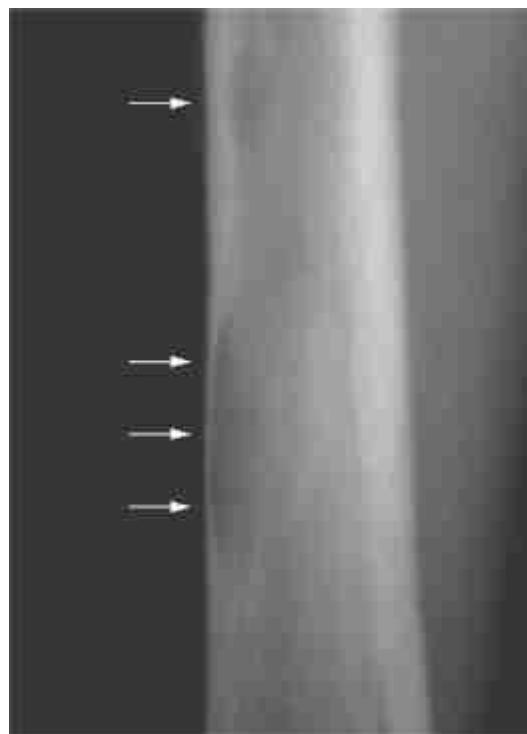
Radiografia do fêmur no hiperparatireoidismo primário. A imagem mostra defeitos recortados ao longo da margem interna do córtex femoral (setas), que denotam reabsorção endosteal.
